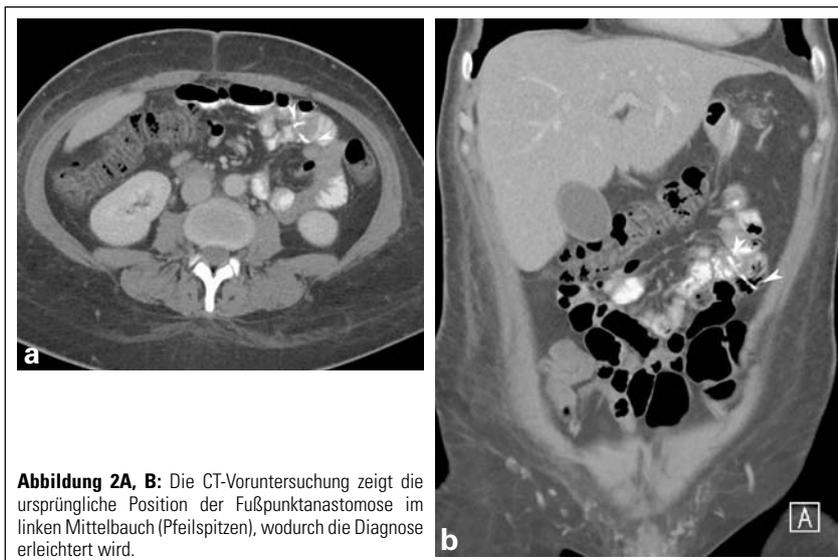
Die CT-Voruntersuchung zeigt die ursprüngliche Position der Fußpunktanastomose im linken Mittelbauch (Pfeilspitzen), wodurch die Diagnose erleichtert wird.
